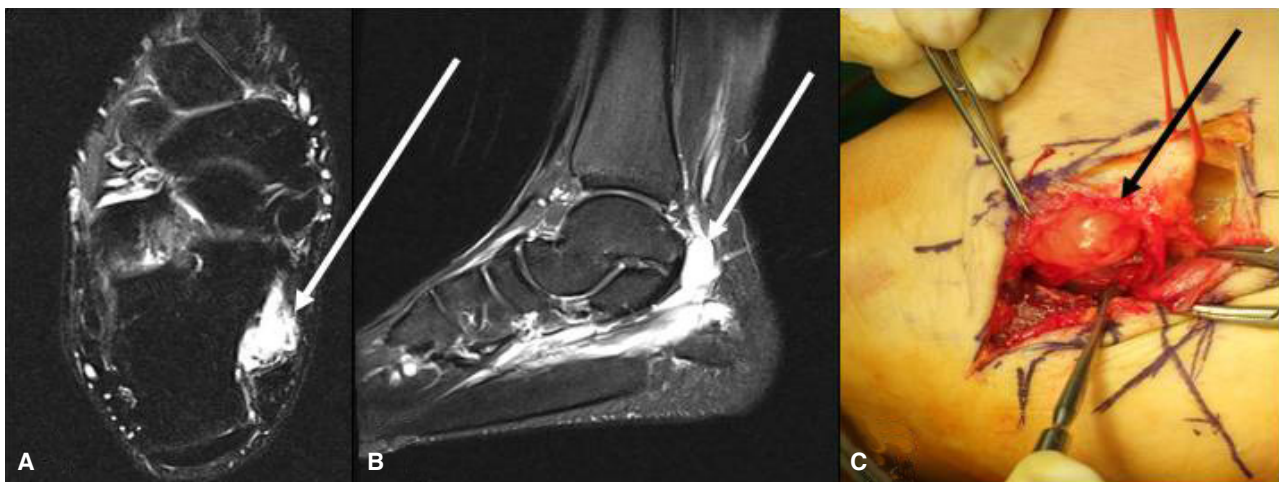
A 31-year-old man with a ganglion cyst (arrows) in right tarsal tunnel. Axial (A) and sagittal (B) T2-weighted image with fat suppression depict multiseptated cystic lesion in tarsal tunnel, resulting in displacing tibial nerve to posterior aspect. Operation (C) demonstrates that ganglion cyst in tarsal tunnel compresses tibial nerve, consistent with MRI findings.
